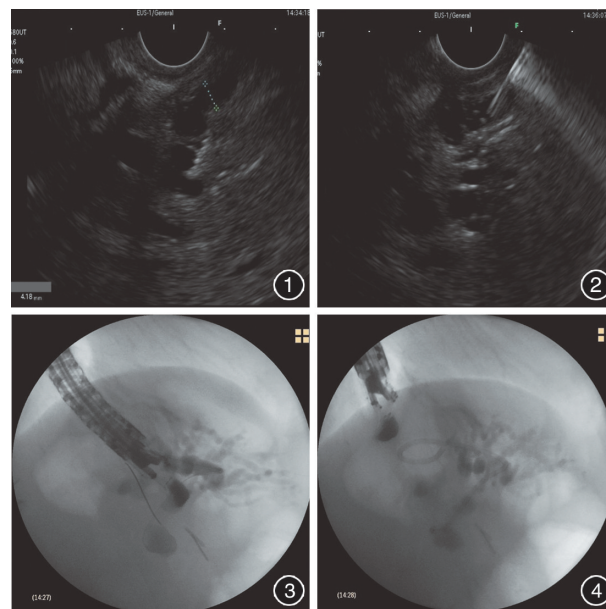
内镜超声下见左侧肝内胆管扩张 图 2 在内镜超声引导下, 以 19 G 穿刺针经空肠袢穿刺扩张的左侧肝内胆管
